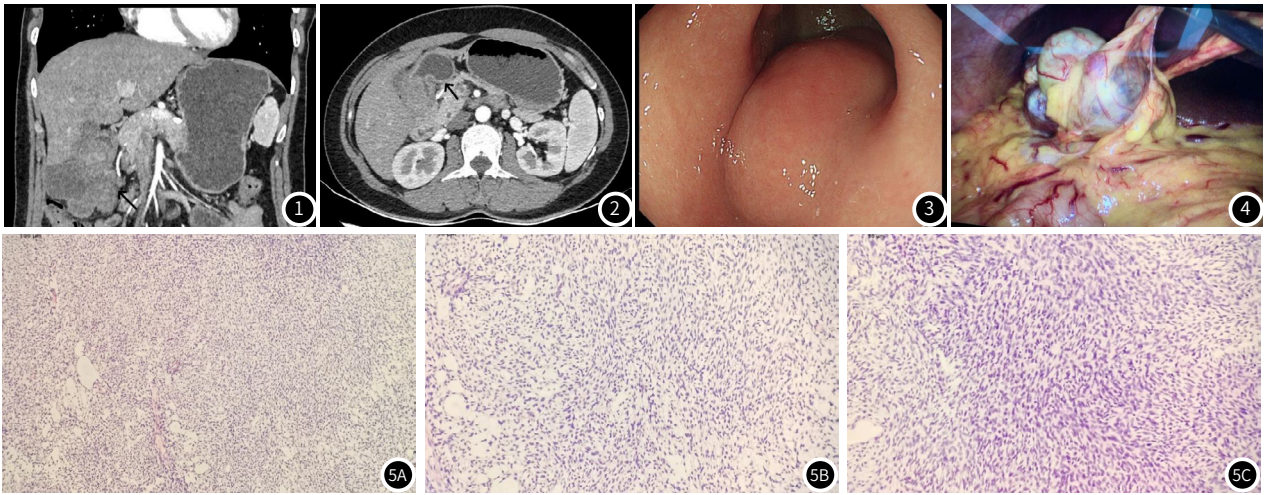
CT见右下腹不规则囊实性密度影。图2 右上腹占位性病变，与胃窦壁及十二指肠肠交界不清。图3 胃镜检查于胃窦处见黏膜下隆起，表面光滑。图4 术中见肿瘤位于胃窦大弯偏后壁，活动度可。图5 图5A: 由上皮和间叶两种成分构成且混杂分布，但分界清楚，可见大小不等囊腔结构HE染色×100。图5B: 上皮细胞呈漩涡状、巢状分布，HE染色×200。图5C: 梭形细胞呈片状分布，HE染色×200。
